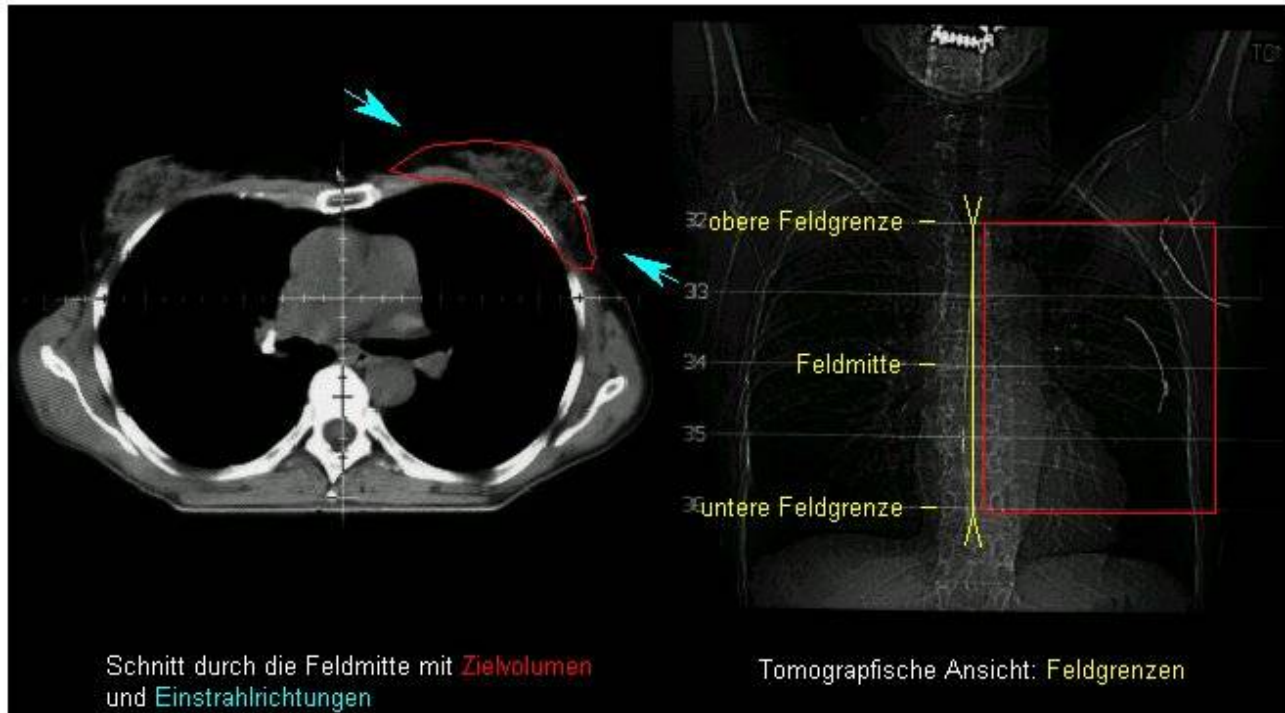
Tomografische Ansicht: Feldgrenzen
